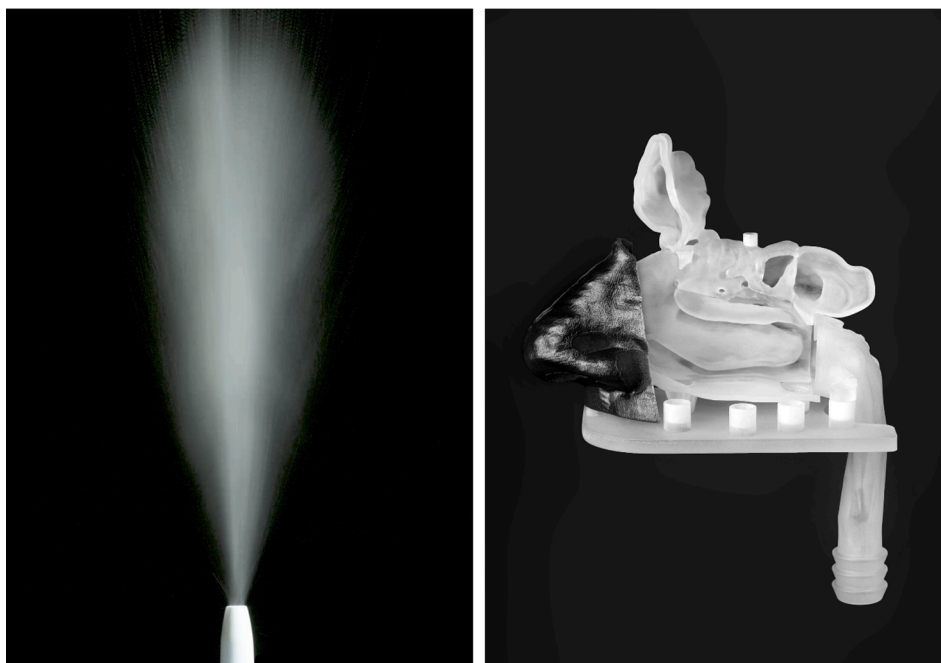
Spray plume angle of DH loaded chitosan/mannitol microspheres (DoE-defined sample 15; left) aerosolised by Aptar UDSP nasal device (left) and multi-sectional 3D printed nasal cavity model based on CT scan of a 62-year old patient used for nasal deposition studies (right).
